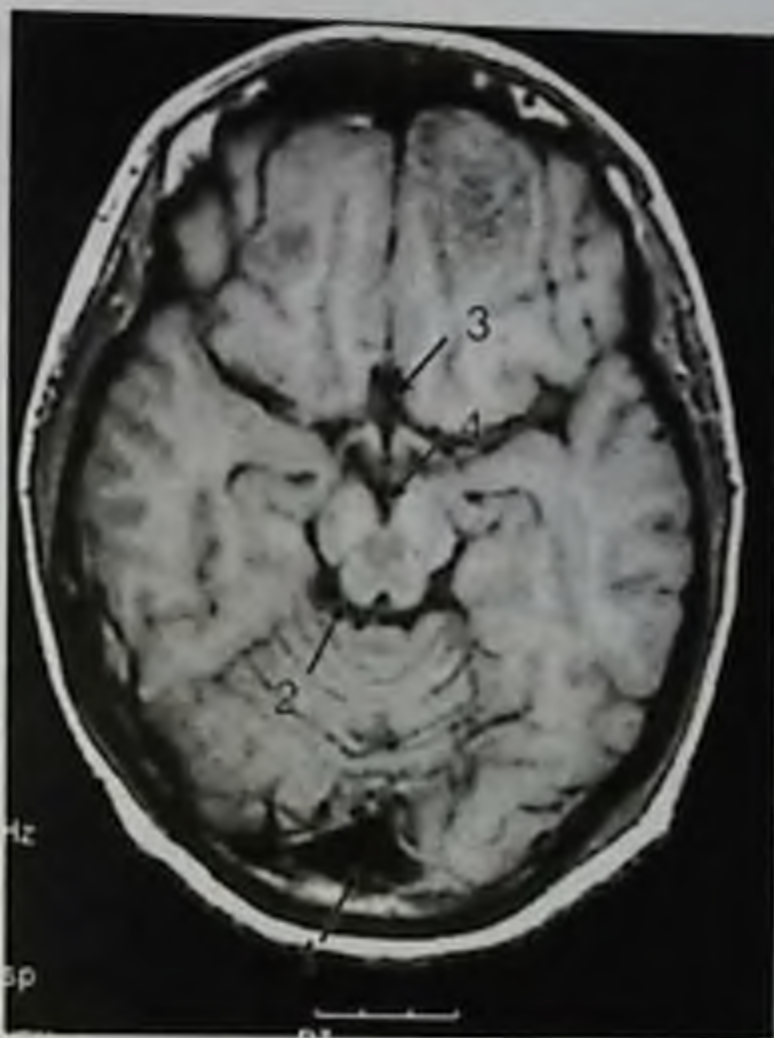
Магнитно-резонансная томограмма, T1-взвешенное изображение, аксиальный срез: базальные цистерны: 1 — большая; 2 — охватывающая; 3 — хиазмальная; 4 — препонтинная
